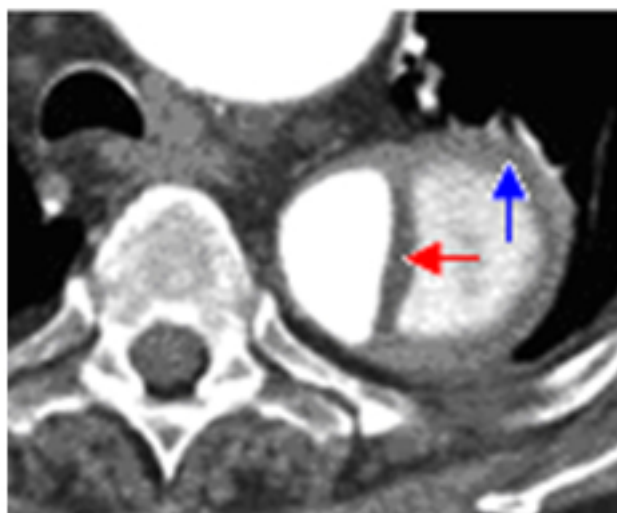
Quy trình bóc tách đường mạch ch (hình ảnh cắt ngang) và CT scan chẩn đoán (hình ảnh cắt dọc) để xác định vị trí của đường mạch ch.
